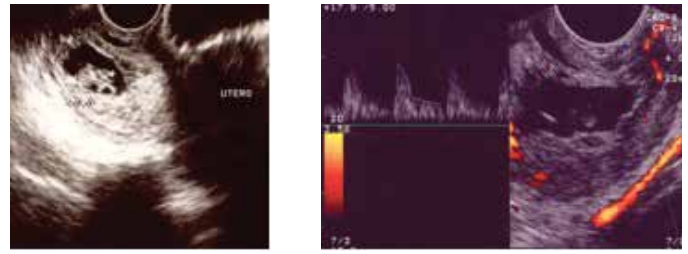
Ultrassom vaginal mostra saco gestacional com presença de embrião abaixo do orifício interno do colo uterino e estudo Doppler mostra diminuição da resistência em vasos cervicais devido a reação decidual no colo uterino, respectivamente.
